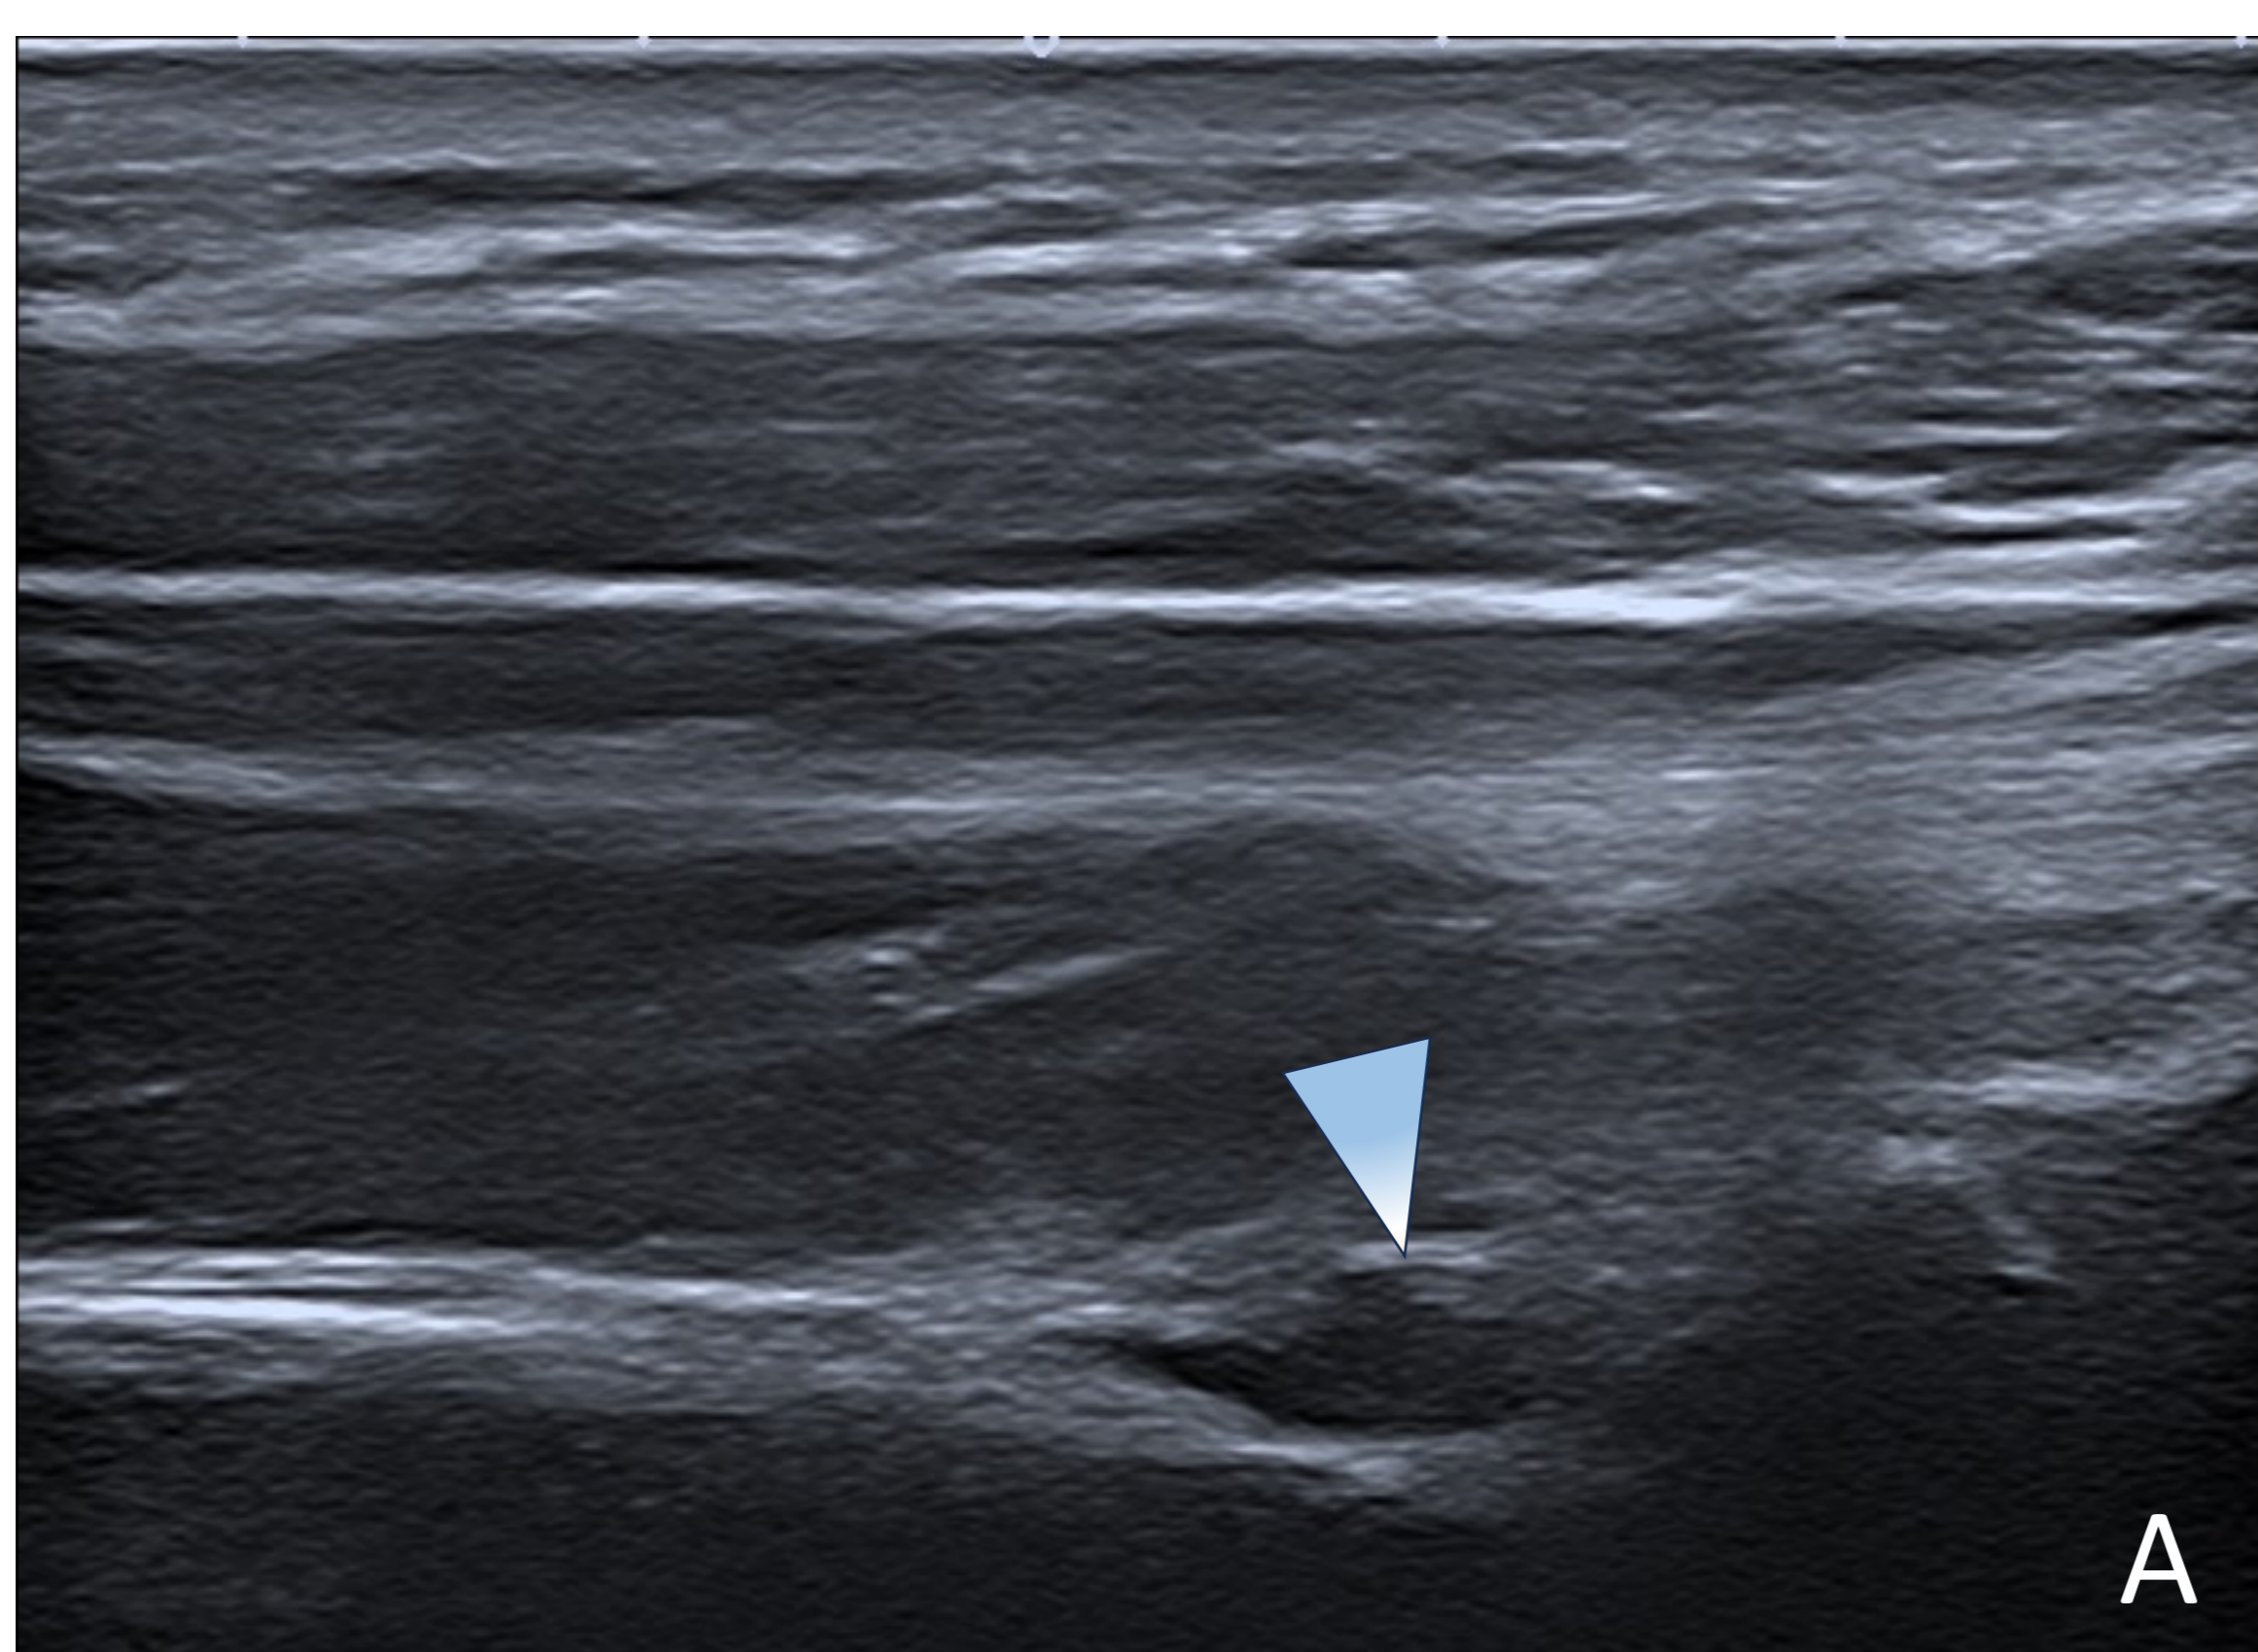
Paciente con imagen anecoica sugestiva de ganglión paralabral. En las maniobras dinámicas se observa dilatación de la estructura con rotación externa (A) y colapso con la rotación interna (B), correspondiendo a una dilatación venosa que no mostraba señal Doppler.
